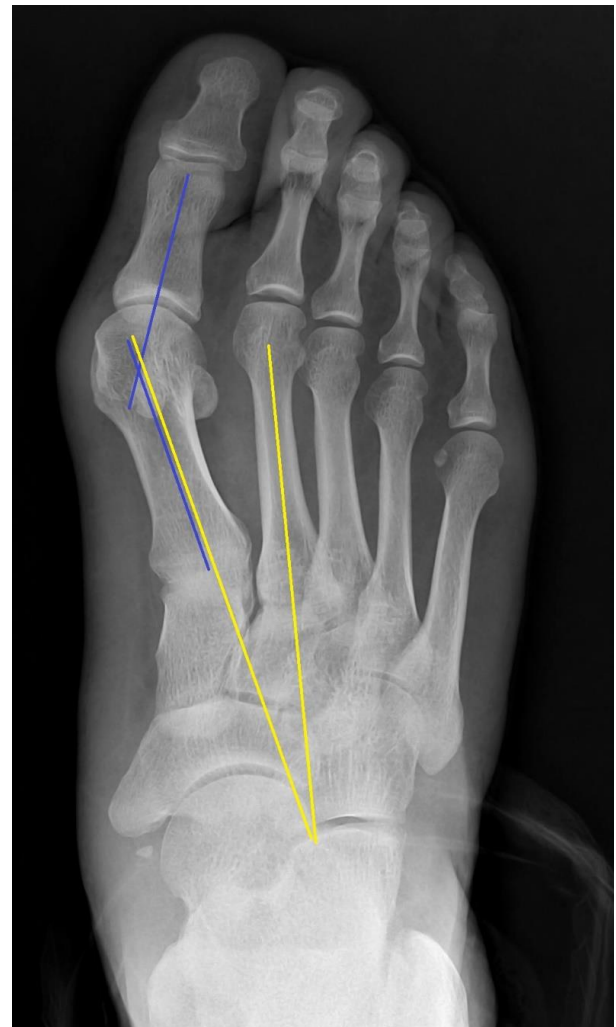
Plain radiograph of the hallux valgus angle (HVA) and intermetatarsal angle (IMA). The angle between the blue lines, the line of the longitudinal axis of the first proximal phalanx and the line of the longitudinal axis of the first metatarsal bone of the foot represents the hallux valgus angle. The angle between the yellow lines, the line of the longitudinal axis of the first metatarsal bone and the line of the longitudinal
